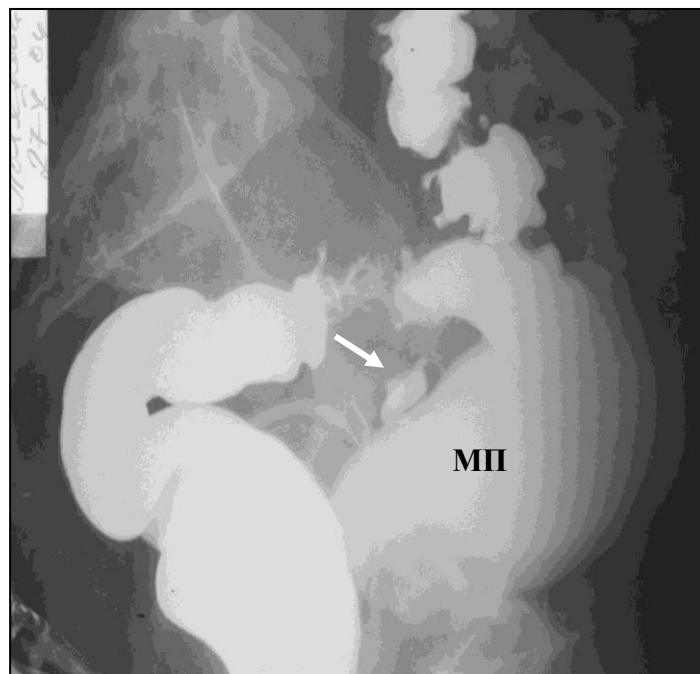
Рентгенограмма пациента Л., 64 лет, и/б 3524-05. Одномоментная ирриго- и цистографии при сигмо-везикальном свище (стрелкой указан свищевой ход, МП – мочевой пузырь).
